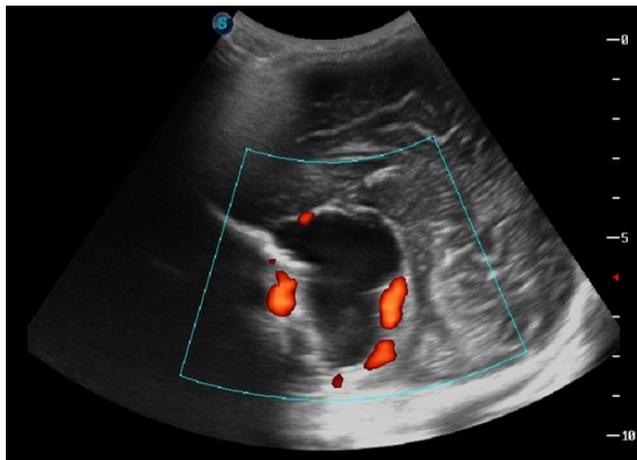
Imágenes sagitales que muestran lesión hipocóica, ovalada, de pared ecogénica bien definida, con señal Doppler periférica, localizada en surco caudotalámico, correspondiente a resolución de hemorragia subependimaria con transformación quística. Benavides, María 2020.
